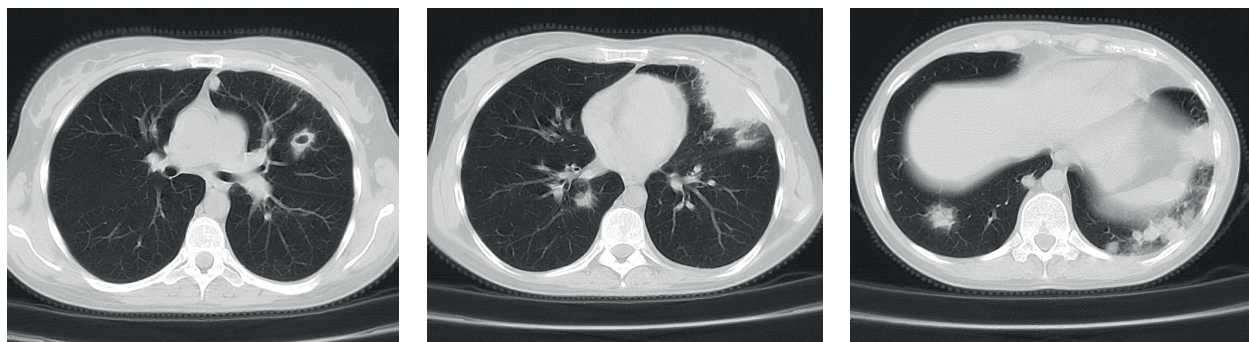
Компьютерная томограмма ОГК от 28.11.2008
